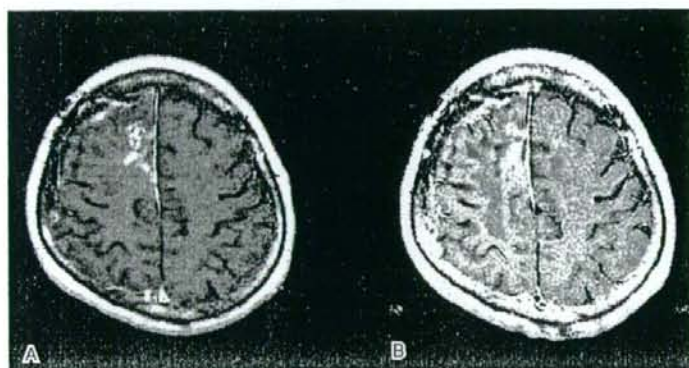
43F. AA grade III. MRI before (A) and 4 years after (B) TMZ was given for a patient. No tumor progression was seen.
